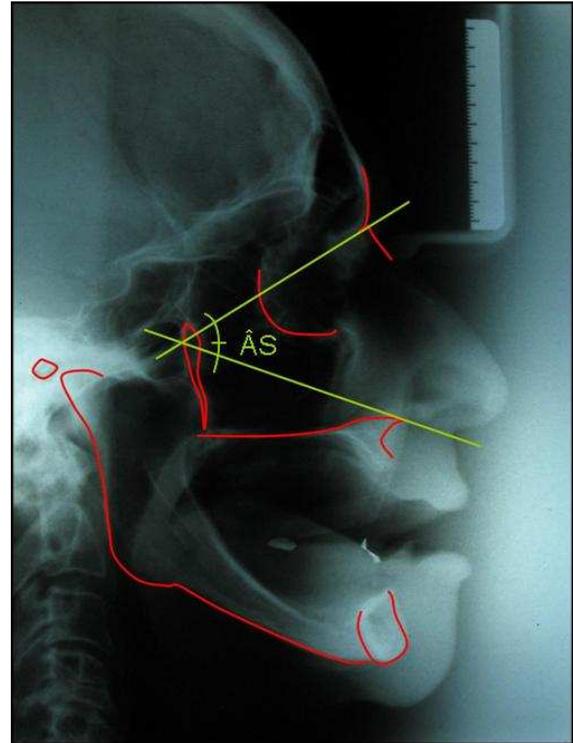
Nova Telerradiografia. Determinação do Ângulo Superior
